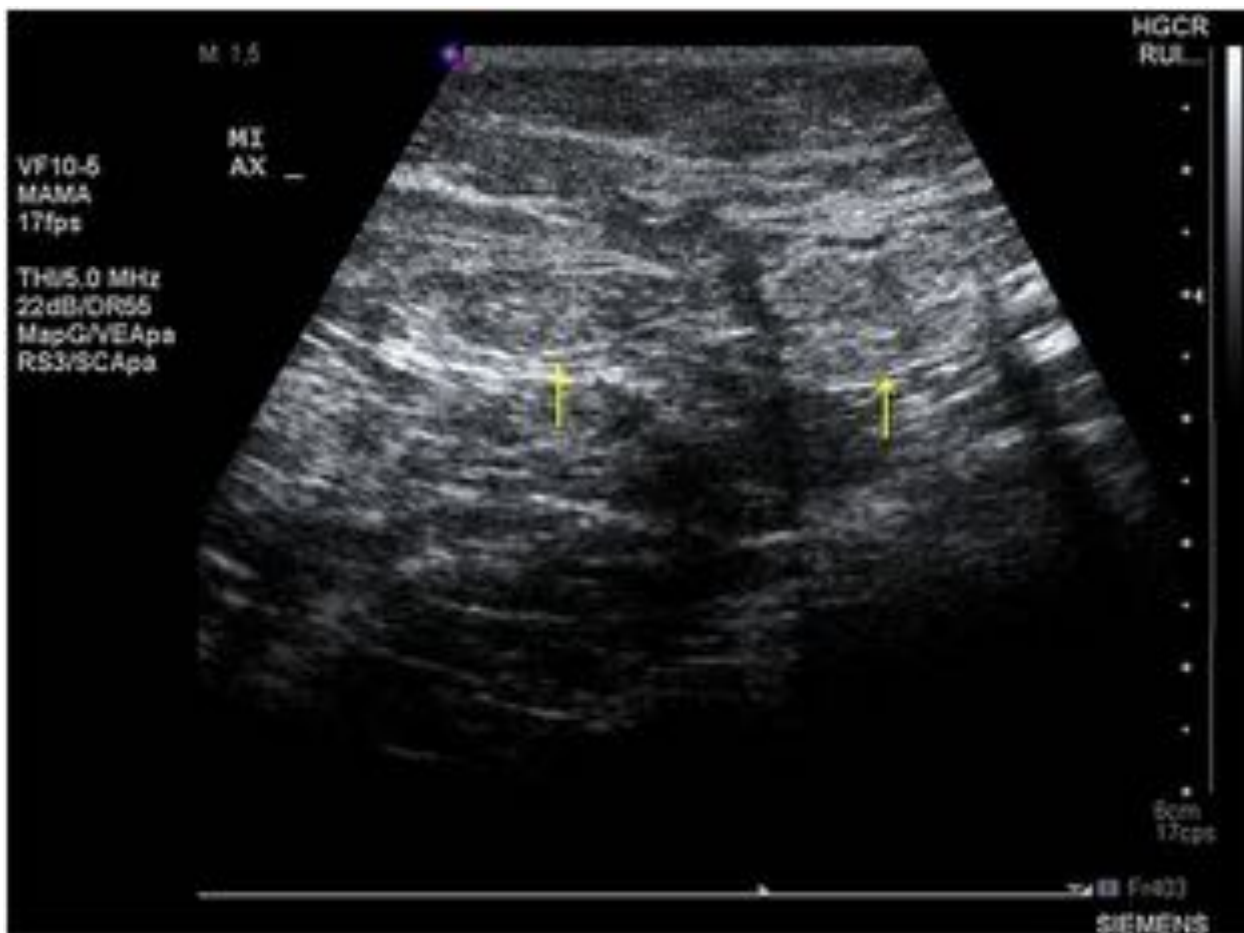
Ecografía axilar - Ganglios Bedi 1. Se observan dos ganglios de predominio hiperecogénico con corteza fina (flechas) .
